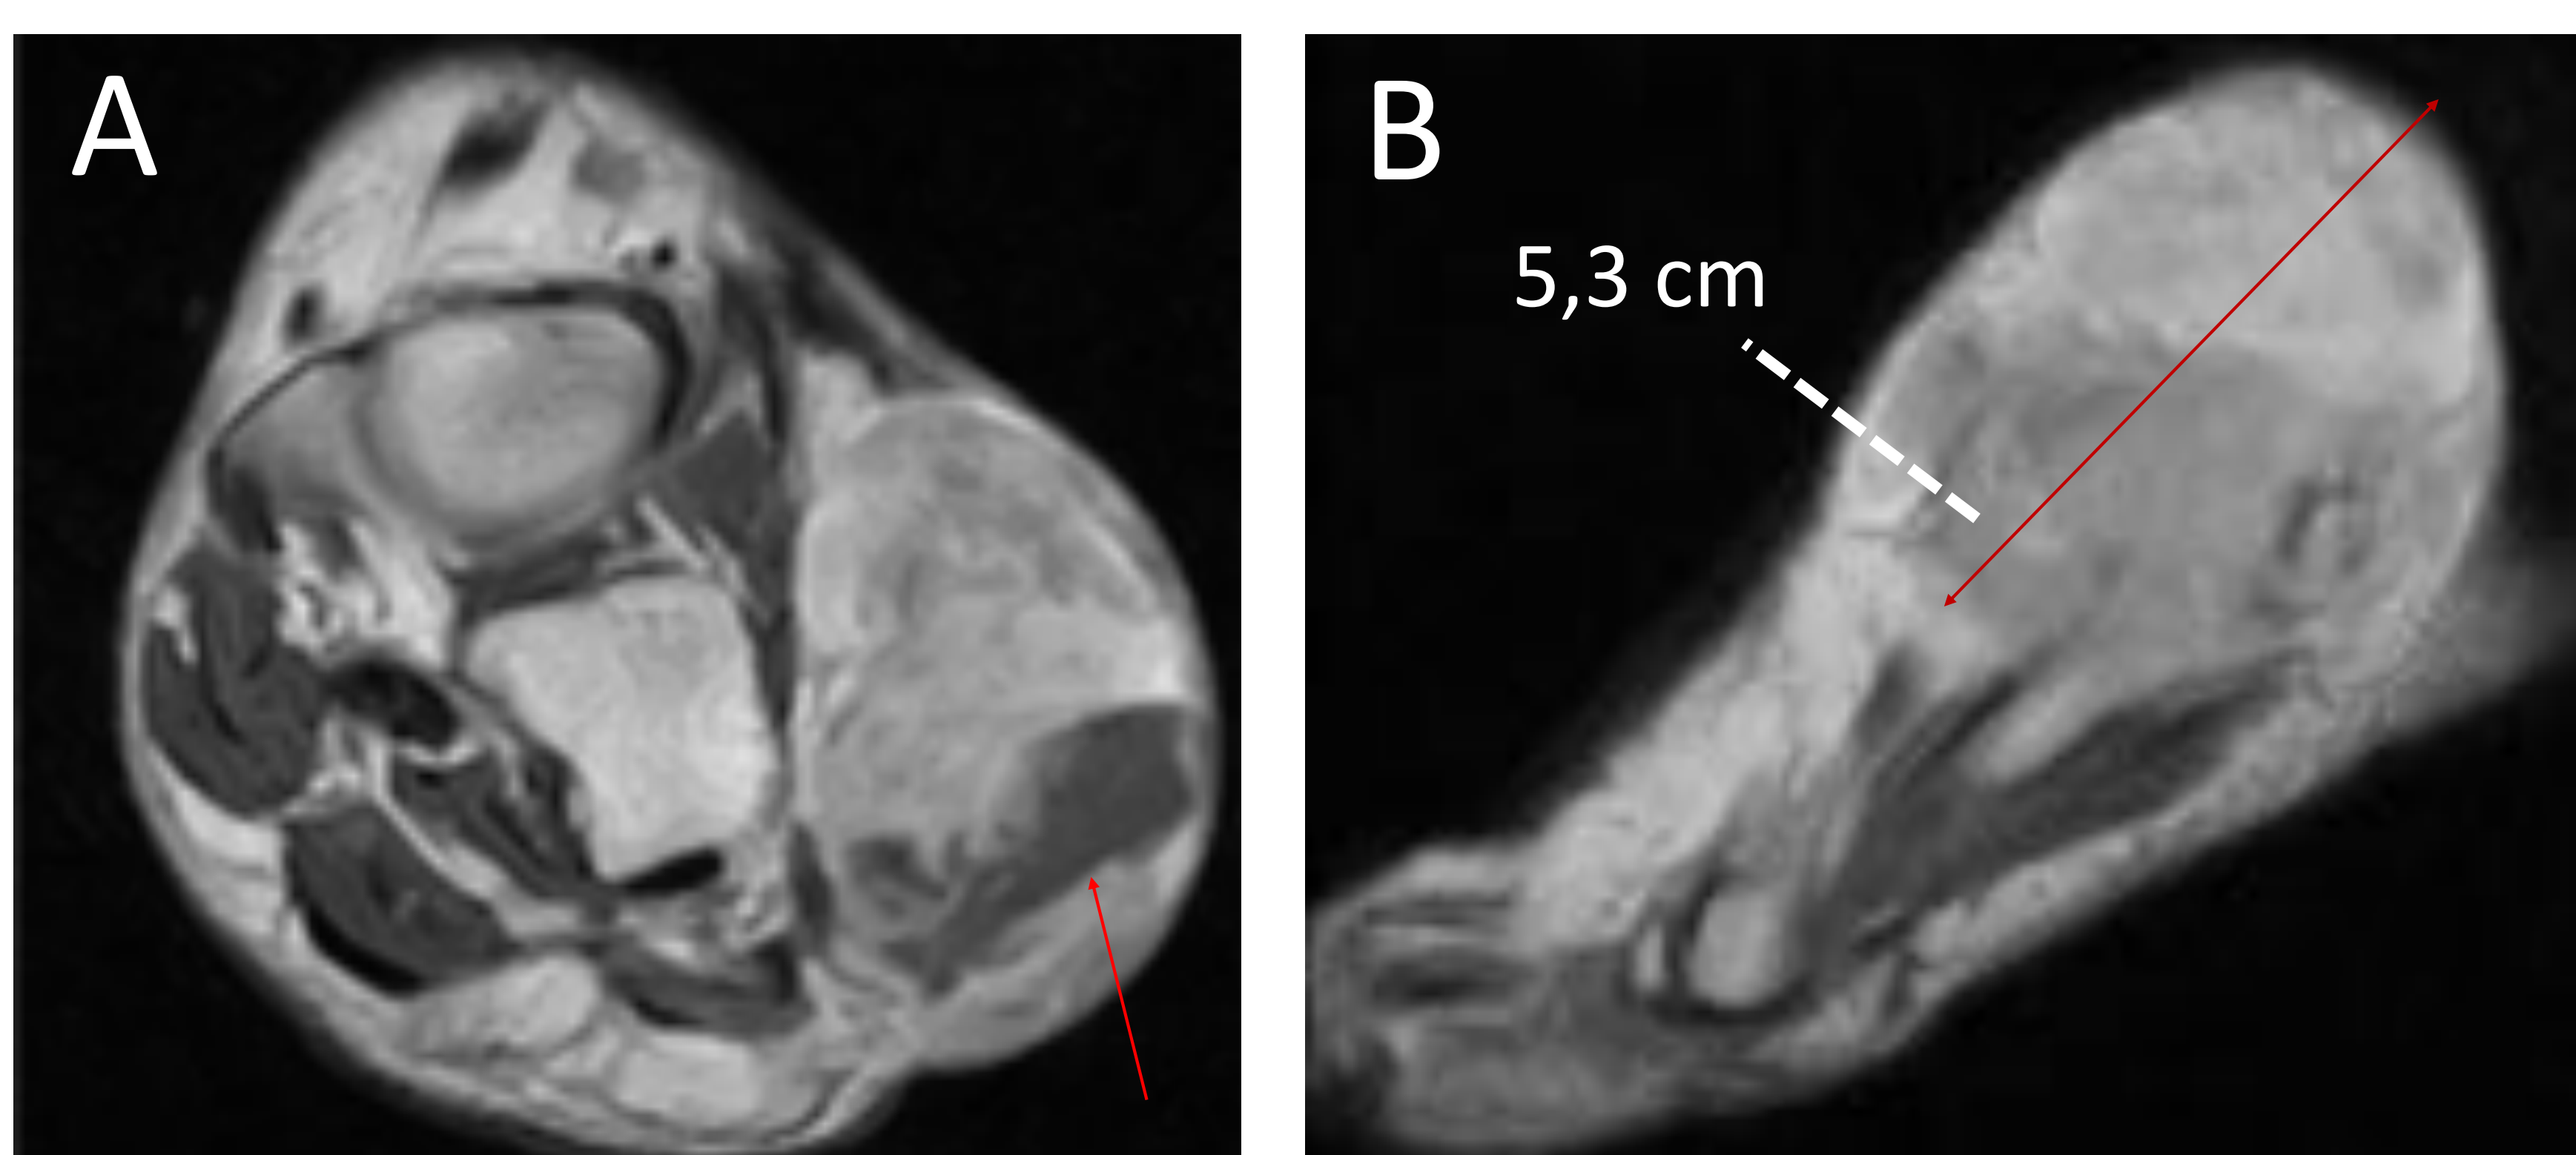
RM T1 con CIV eje corto (A) y sagital (B).
